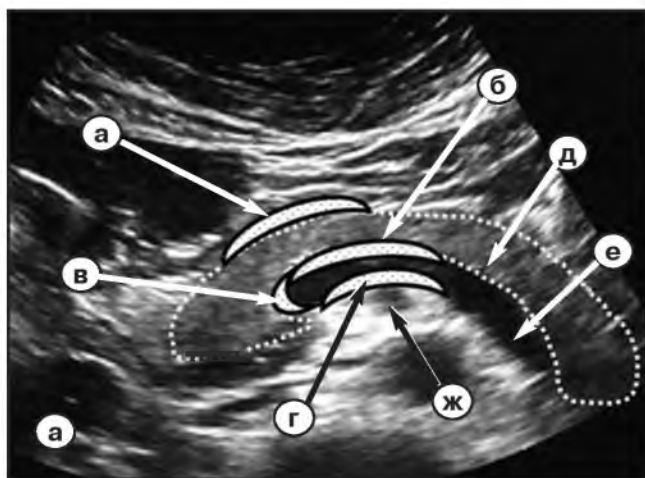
(А). Фото УЗИ поджелудочной железы с зонами исследования: а – №1; б – зона №2а; в – №2б; г – №2с; д – поджелудочная железа; е – селезеночная вена; ж – верхняя брыжеечная артерия.
